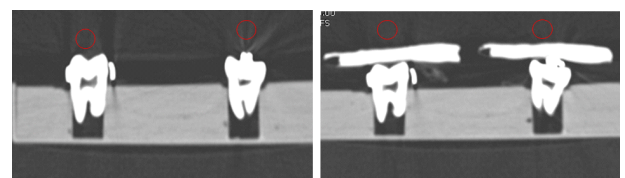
Measurement of CT value for Silicon in application.
